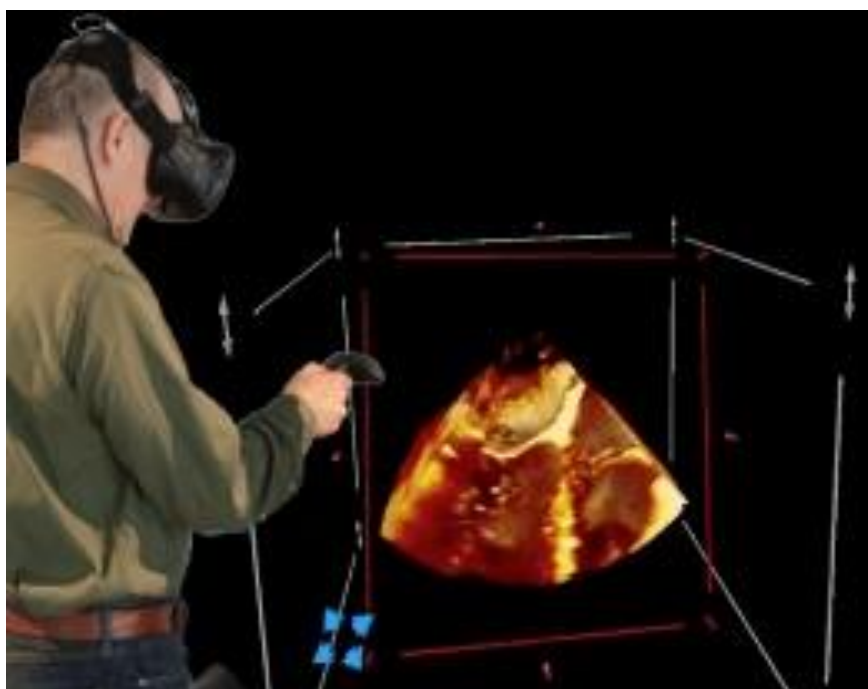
Uma imagem tridimensional (3D), baseada numa ecocardiografia, exibida em realidade virtual (VR). O dispositivo manual permite o controlo do modelo 3D durante a sua visualização. (17)
